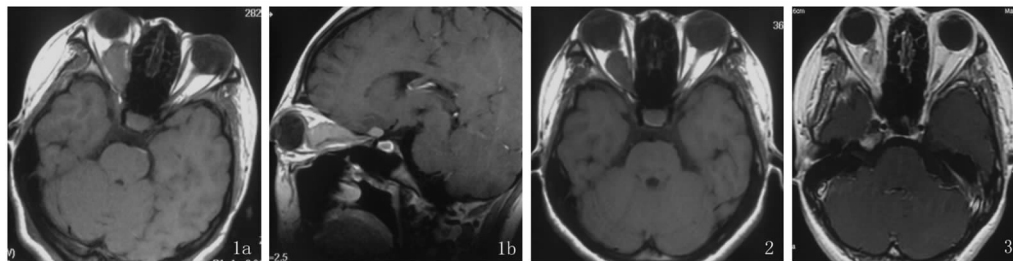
~3 患者,女,23 岁,右眶颅视神经鞘脑膜瘤伽玛刀治疗前后 MRI 比较 图 1a. 治疗前横轴位平扫 (T1WI) 显示右侧眼眶内肿瘤沿视神经走行区不规则占位,并侵入眶尖部,右眼视力 0.6; 图 1b. 治疗前矢状位 (GD-DTPA 增强) 显示肿瘤中度均匀强化,并沿视神经管向颅内蔓延; 图 2 治疗后 21 个月轴位 MRI 平扫,病灶较治疗时缩小,视力维持不变; 图 3 治疗后 49 个月轴位增强 MRI,病灶较前继续缩小,视力仍维持不变。
